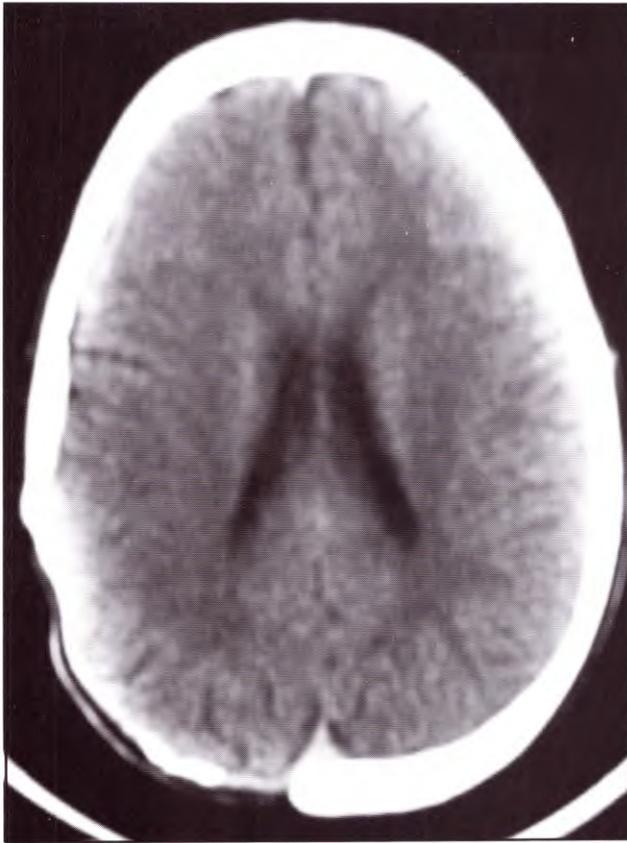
TAC postquirúrgica alejada (defecto óseo).
